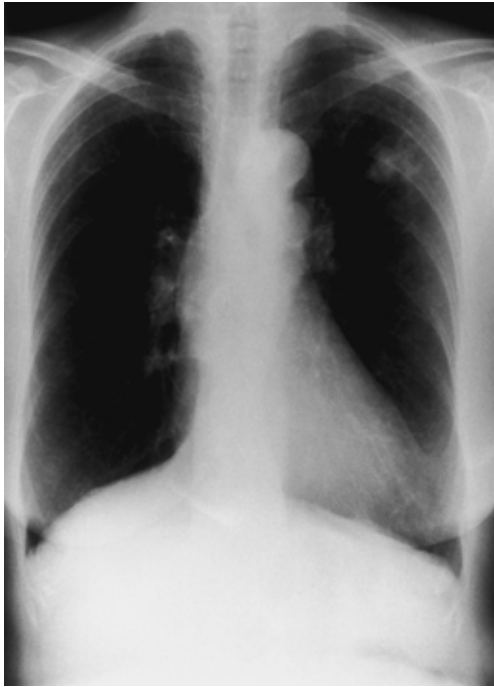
Chest radiograph obtained 10 months after admission, showing a nodular shadow, enlarged.
